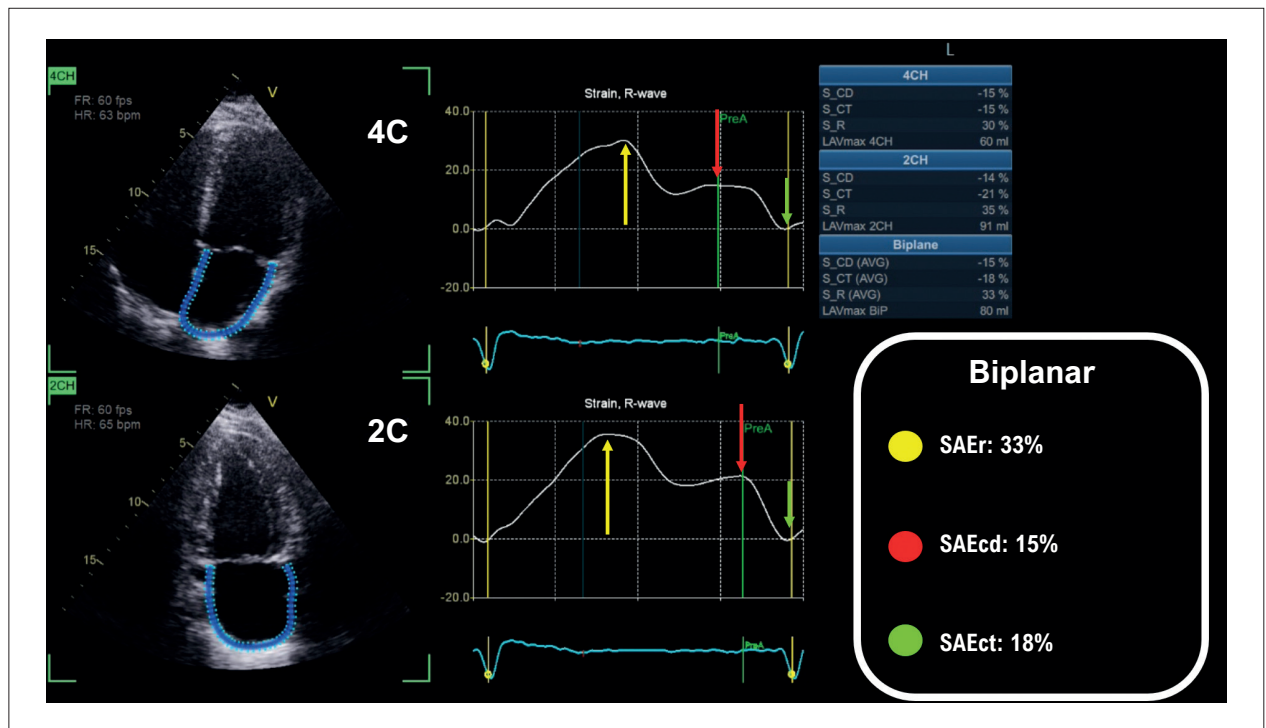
Análise do strain atrial esquerdo em três fases (setas: amarela = SAER; vermelha = SAERcd; verde = SAERct) em paciente com hipertensão arterial. Esta análise foi realizada com software dedicado para medir a deformação longitudinal do AE usando rastreamento automatizado do endocárdio do AE na janela apical de quatro e duas câmaras, e seguindo as recomendações da Força-Tarefa da Sociedade Europeia de Imagem Cardiovascular /Sociedade Americana de Ecocardiografia/Indústria para padronização da deformação.¹³ 2C: duas câmaras; 4C: quatro câmaras; AE: átrio esquerdo; SAERcd: strain de conduto; SAERct: strain de contração; SAER: strain de reservatório.
